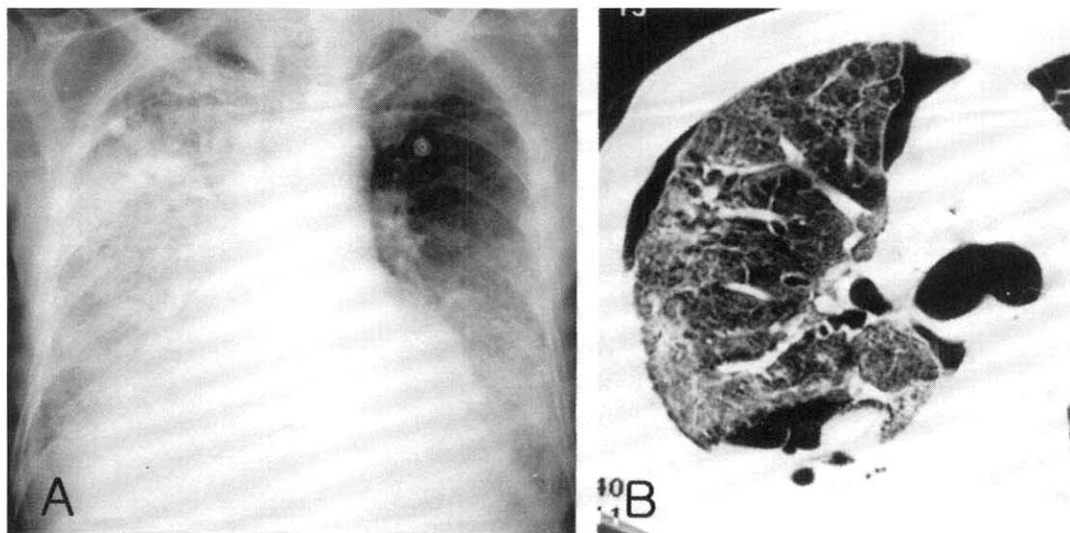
Case 1. A. Chest X-ray obtained on admission, showing increased alveolar and interstitial opacities on the right whole lung fields and the left lower lung field. B. CT-scan lung windows showing increased alveolar and interstitial opacities and a spontaneous pneumothorax.
